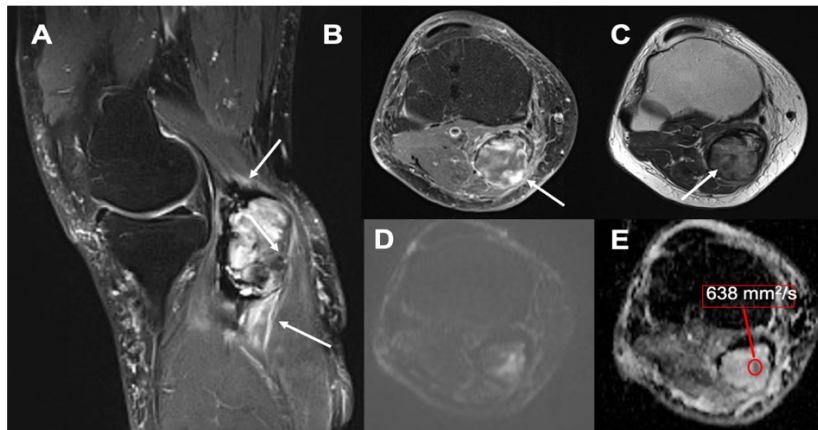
Sarcoma pleomórfico indiferenciado de alto grado en hueso poplíteo. A: Secuencia sagital T2FS con edema perilesional (flechas). B: Secuencia axial T1 FS postcontraste donde se evidencian áreas de realce nodular periférico (flecha). C: Secuencia axial T2 TSE con áreas heterogéneas hipointensas de necrosis (flecha). D y E: Secuencia axial DWI, con valor de b alto y mapa ADC con valores marcadamente bajos.
